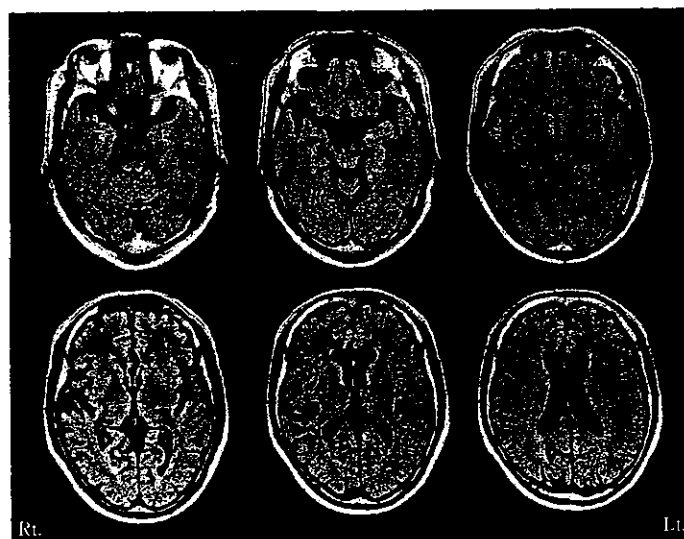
Brain MRI (axial; FLAIR TR = 105, TE = 8,000). MRI finding demonstrates slight atrophy of the right temporal lobe, but there are no infarctions. Rt. : right, and Lt. : left.
